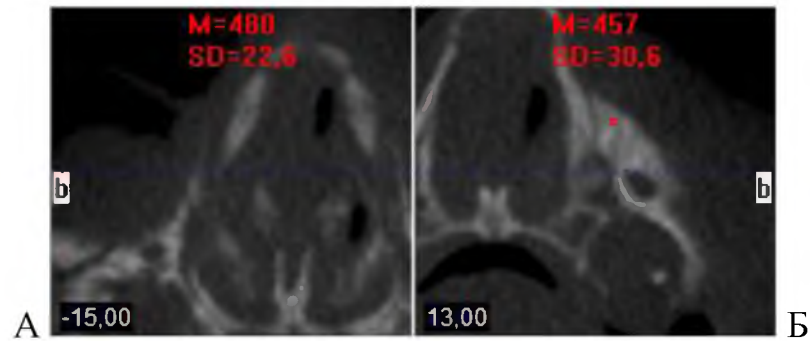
Щільність правої (А) і лівої (Б) слъзових кісток новонародженого. Томограма. Сагітальні зрізи
